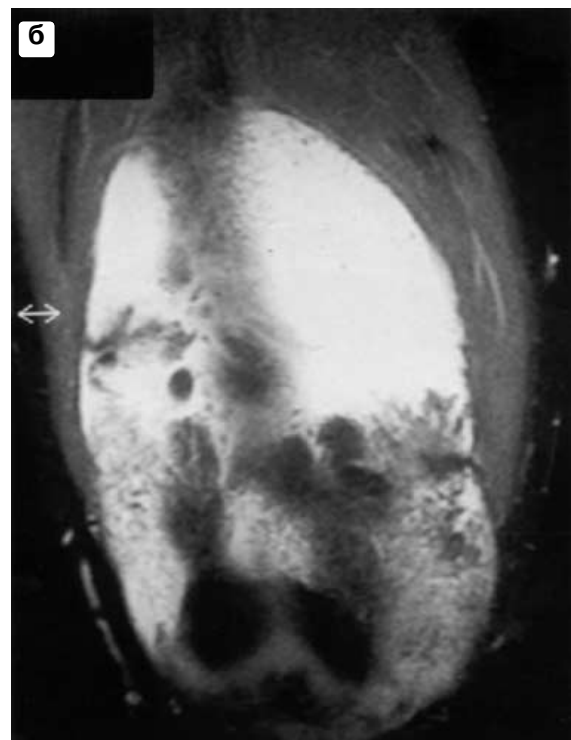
а – фронтальная МР-томограмма в последовательности STIR. Видны характерные древовидные жировые разрастания синовиальной оболочки коленного сустава. б – фронтальная T1-взвешенная МР-томограмма.
